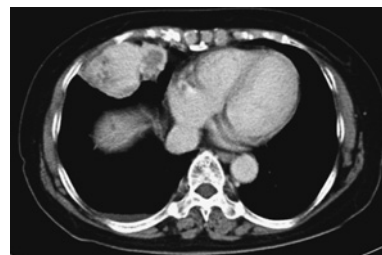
Contrast enhanced chest CT scan showing the right intrathoracic tumor.
